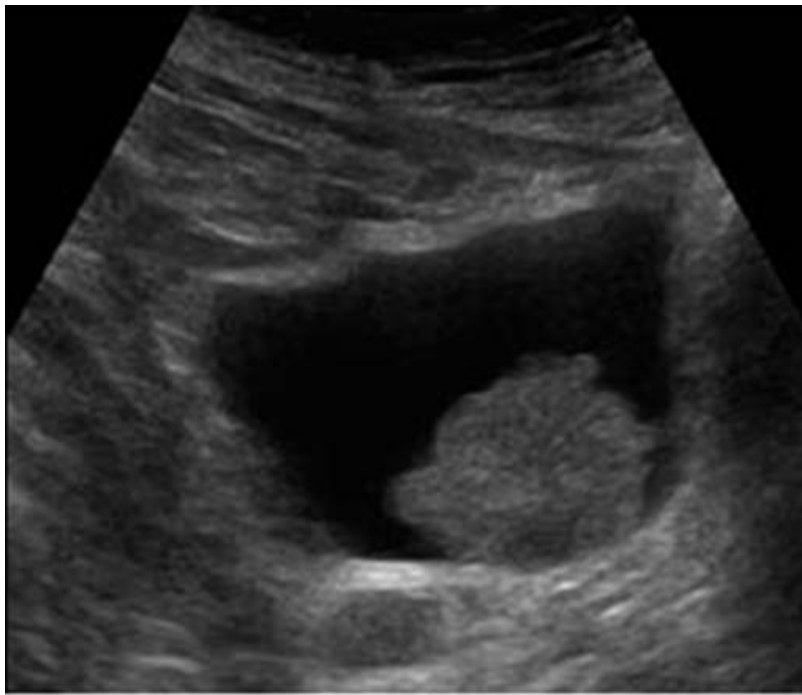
Aspect échographique d'une image tissulaire isoechogène bourgeonnante évoquant une tumeur de vessie
